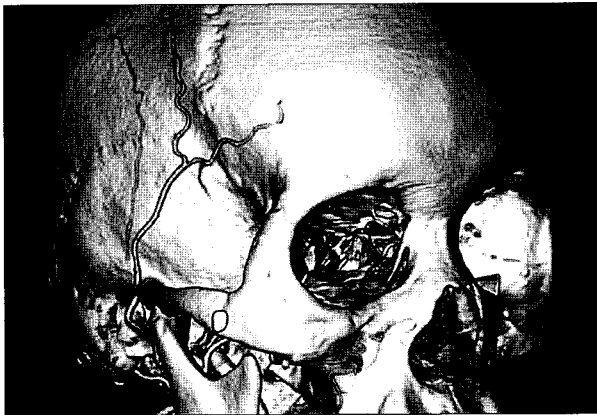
CT angiography shows no more hematoma and pseudoaneurysm after aspiration and compressive dressing 4 weeks later.
